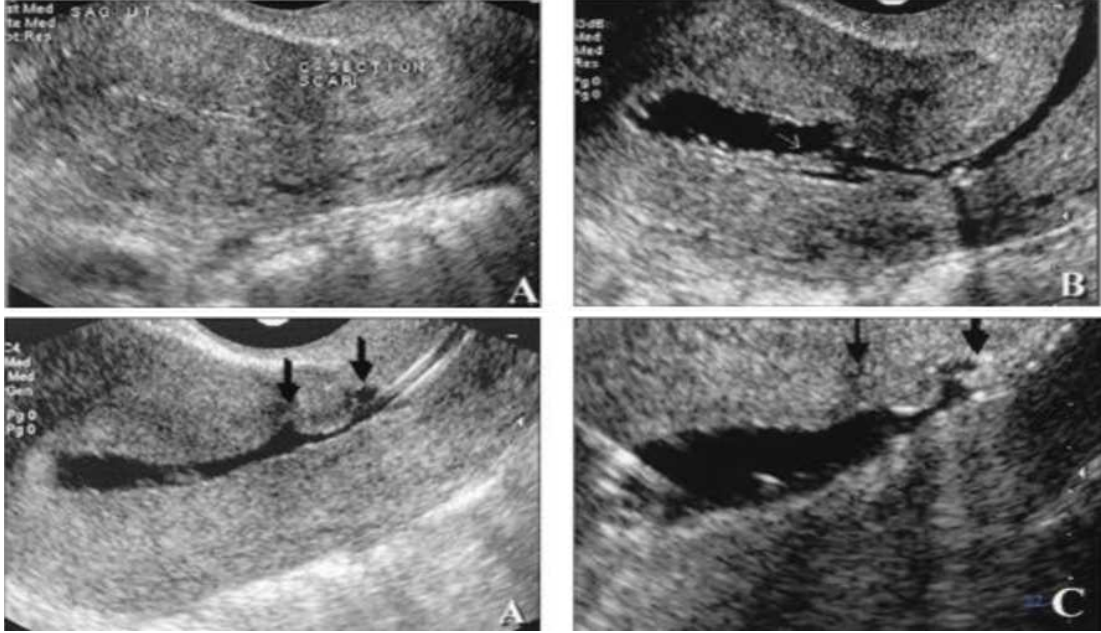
Transvajinal ultrasonografide skar hattı
